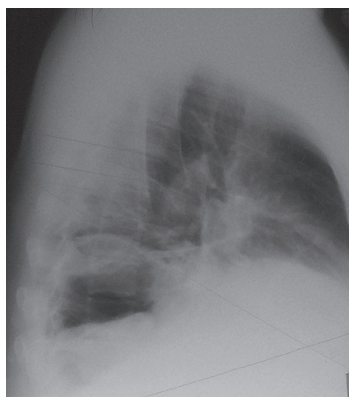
Рентгенограмма органов грудной клетки больного К. Боковая проекция справа (14.03.2016)
